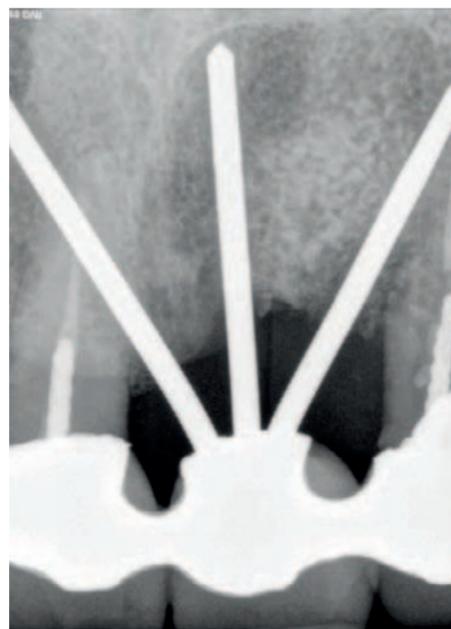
Controllo radiografico a 3 mesi.
